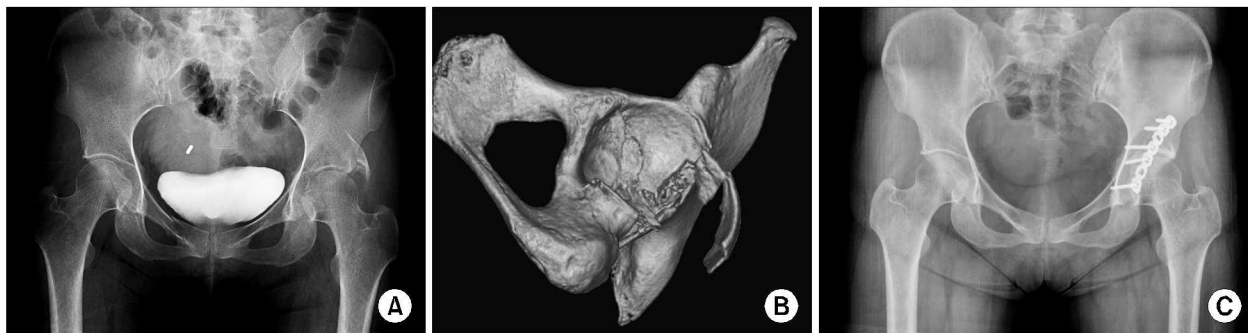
A 39-year-old female. Preoperative pelvis anteroposterior (AP) radiograph (A) and 3D computed tomography (B) demonstrate a posterior wall fracture. Radiograph obtained 14 months after surgery demonstrate excellent clinical and radiological results.
